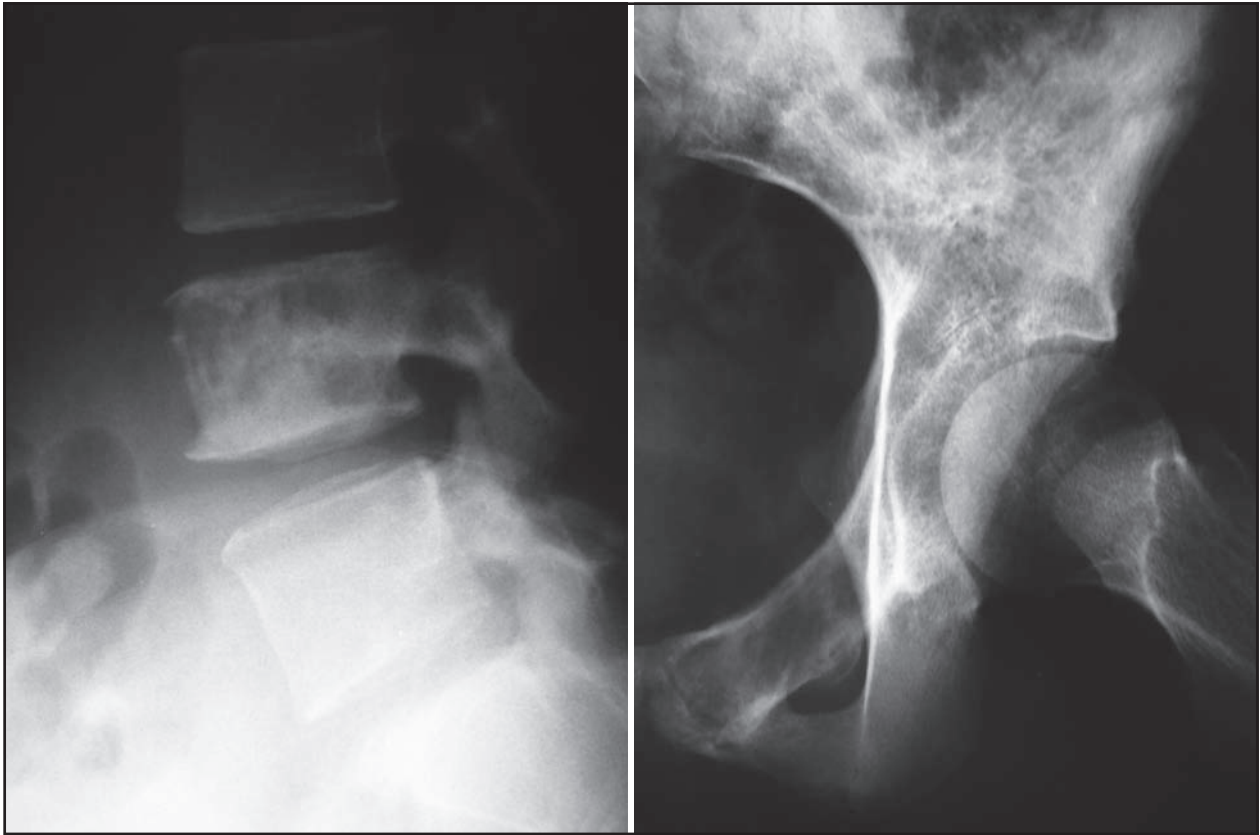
Radiografias da coluna lombar em perfil e da bacia em AP demonstram exuberantes lesões ósseas mistas, com os componentes blástico e lítico.
